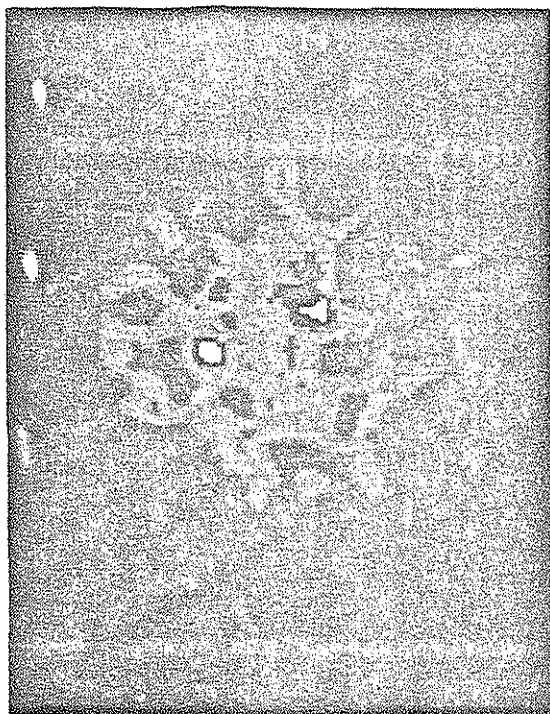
Tomografía axial computada de positrones del caso cinco. El radiofármaco es Tc 99m pirofosfato. La fotografía corresponde al corte tomado al nivel del ápex. Se aprecian dos zonas hipercaptantes (color blanco); la de la izquierda corresponde a la topografía del ápex y la de la derecha corresponde a topografía de pared libre del ventrículo derecho.
